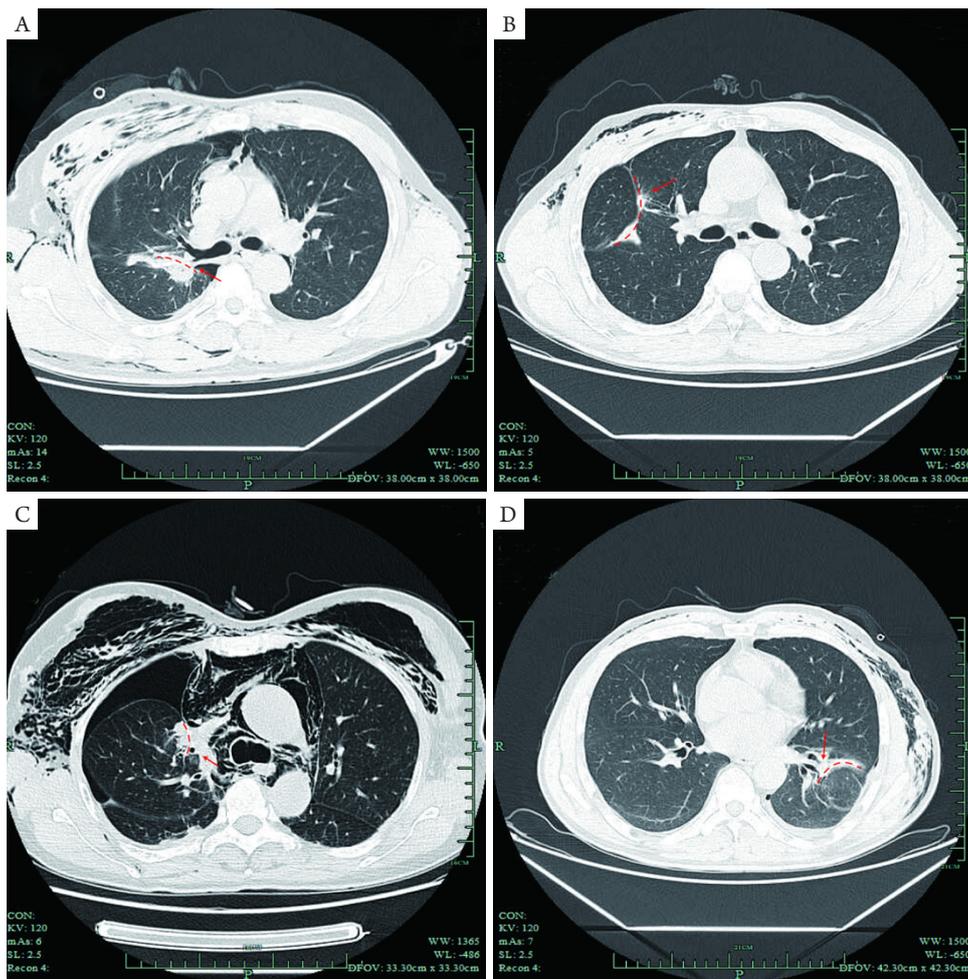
患者术后复查胸部CT影像，可见肺组织切割创面（虚线示）均经过肺段/亚肺段支气管（箭头示），并将支气管残端与肺组织一并切割闭合。A, B, C, D分别表示病例1、2、3、4
